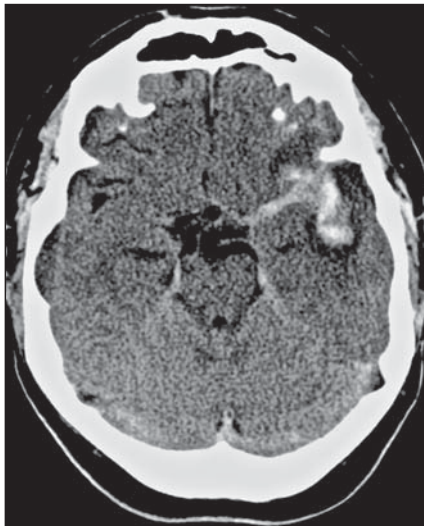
Imagem no plano axial de TC de crânio sem contraste de um paciente de 45 anos com história de cefaleia de forte intensidade. Nota-se moderada hemorragia no espaço subaracnoideo adjacente à bifurcação da artéria cerebral média esquerda, com acúmulo de sangue na fissura sylviana. A presença de sangue entre a ínsula e os opérculos frontal e temporal e ao longo do segmento M1 da artéria cerebral média esquerda formam o aspecto característico do sinal da seta.
